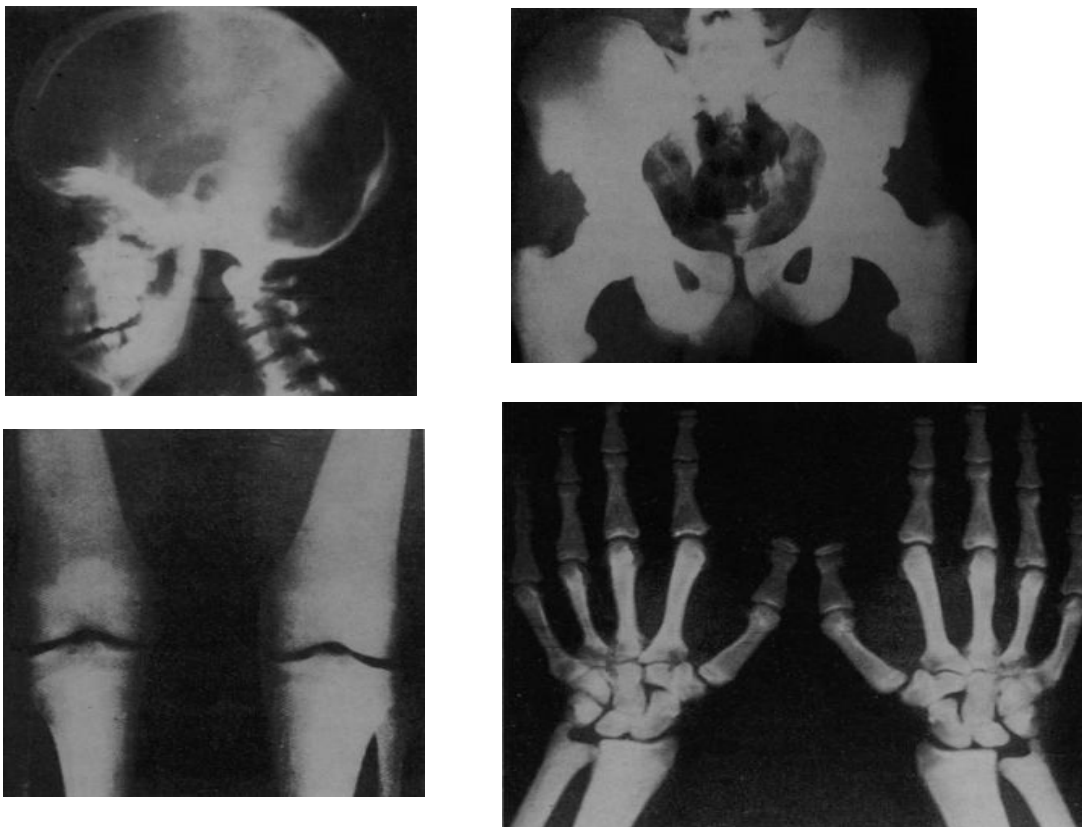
Varón, dieciocho años, afecto de picnodisostosis. Radiografía de perfil de cráneo, en la que destaca el engrasamiento osteopetrósico de los huesos de la bóveda, con desaparición del diploe, ocupación de los senos faciales, ligera hipertrofia de la apófisis clinoides posterior y en la mandíbula, junto a una condensación osteopetrósica, un acusado enderezamiento del ángulo mandibular.
